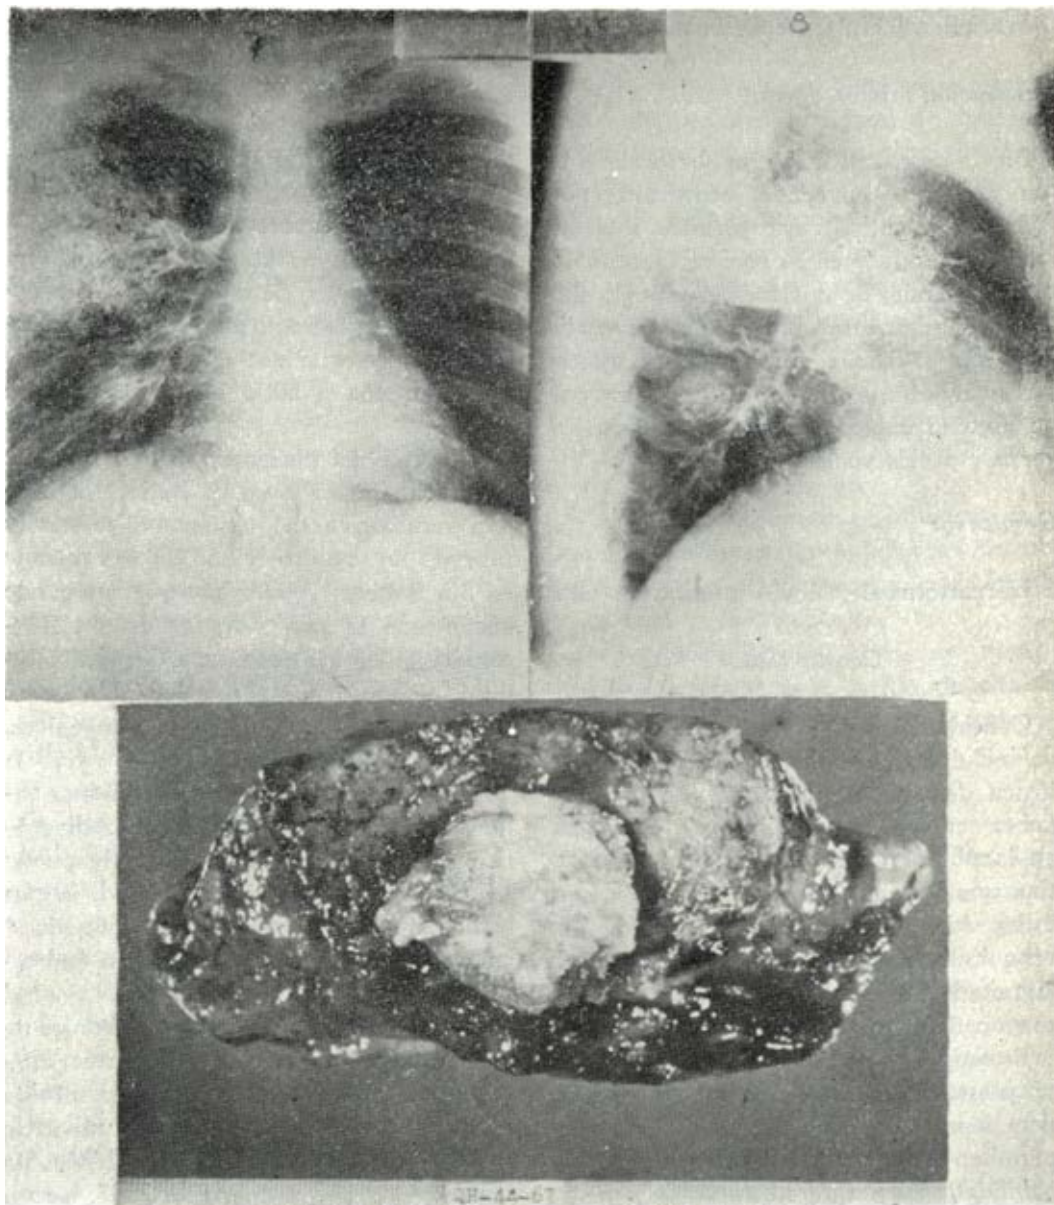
Telerradiografía posteroanterior. Opacidad homogénea, redondeada y bien definida en región supradiafragnática interna derecha. FIG. 2. En la radiografía lateral derecha se observa que la opacidad se encuentra en plano posterior y que corresponde a lóbulo inferior. FIG. 3. Tomografía, plano 7. Muestra que dentro de la opacidad existen calcificaciones laminares concéntricas, que sugieren benignidad del tumor.
